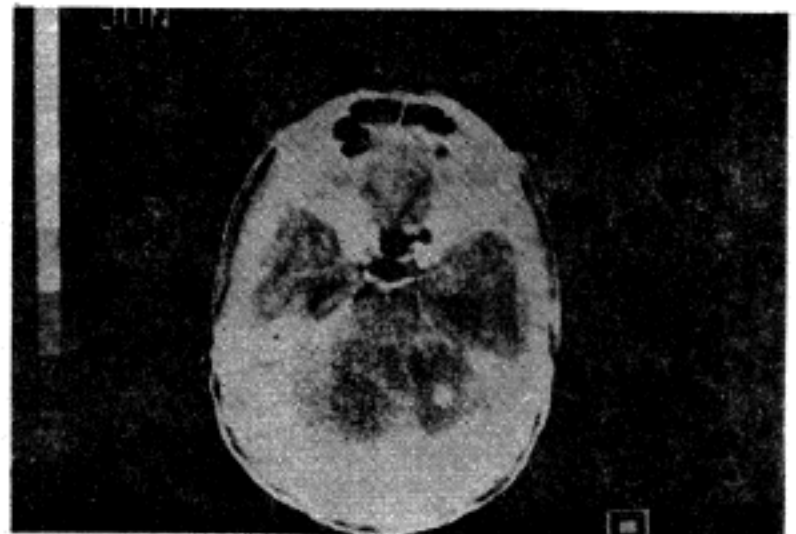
Computerized tomography of the brain discloses bilateral cystic lesions with mural nodules of the cerebellar hemispheres (case 2). The patient has pancreatic and renal cysts.
